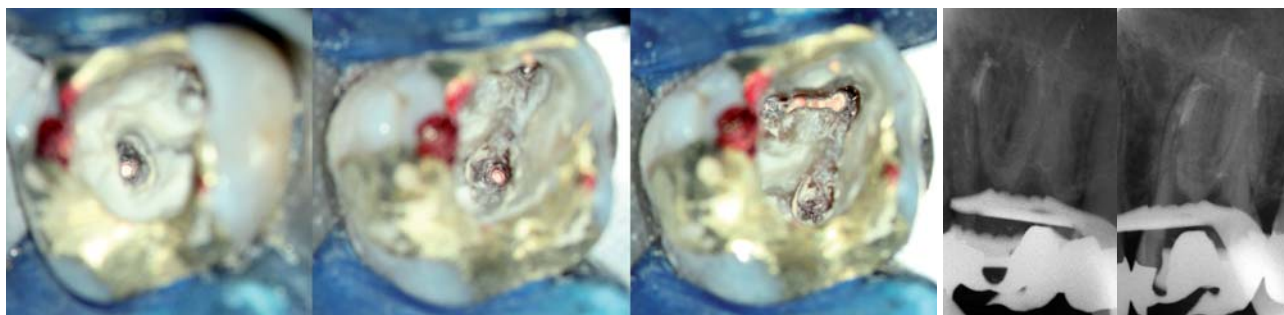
Downpack. – Abb. 16: Röntgenkontrolle Downpack.
